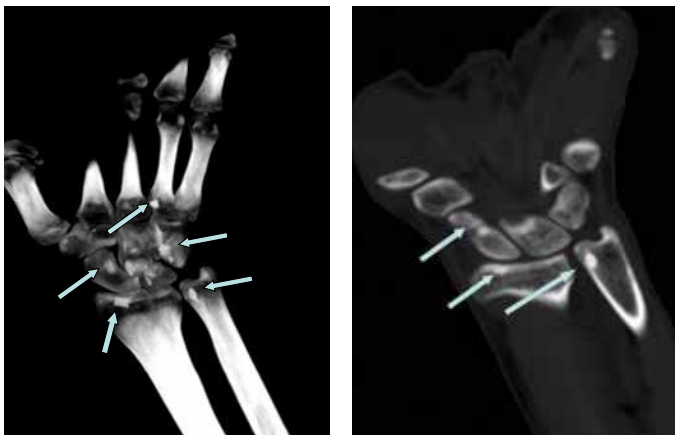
МСКТ левого лучезапястного сустава, коронарная проекция
